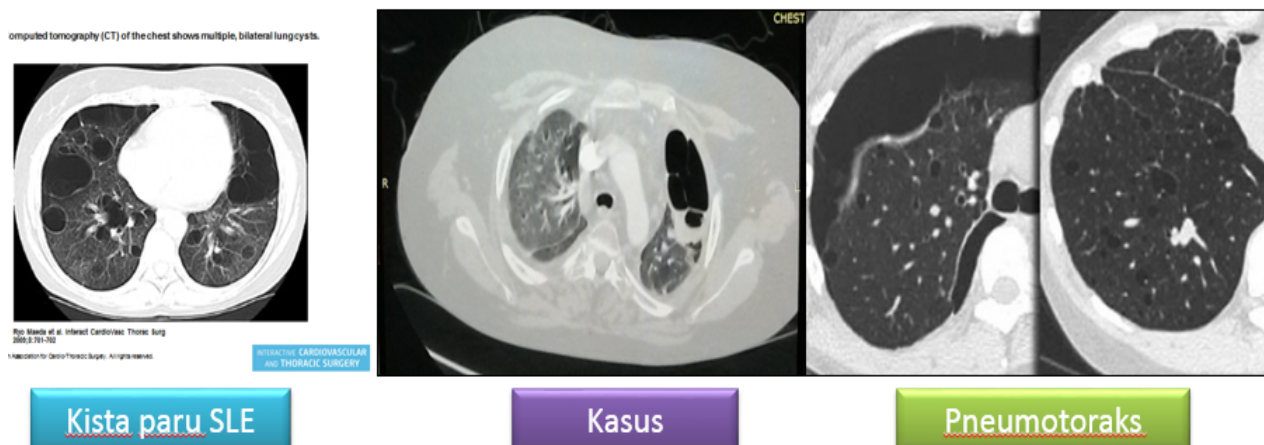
Dilakukan pemeriksaan CT toraks dengan kontras didapatkan gambaran lesi hipodens multipel di segmen anterior pulmo sinistra, bentuk membulat, batas tegas, tepi licin, dinding tipis (1-4 mm), ukuran bervariasi, terbesar $2,02 \times 3,38$ cm merupakan suatu *loculated multiple lung cyst*. Gambaran *ground glass opacity* di kedua lapang pulmo dekstra dan sinistra menunjukkan suatu pneumonitis akut disertai efusi pleura bilateral minimal. Adanya suatu proses kronik ditandai dengan garis-garis fibrotik, jelas terlihat terutama di pulmo sinistra lobus inferior segmen superior.
